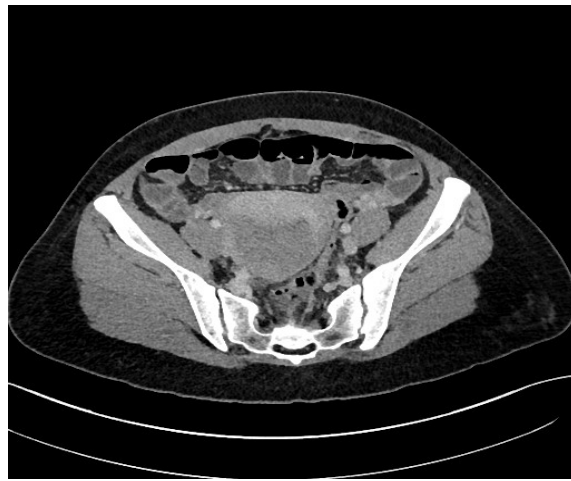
TAC pelvis en fase venosa en que se descarta trombosis de vena ovárica
